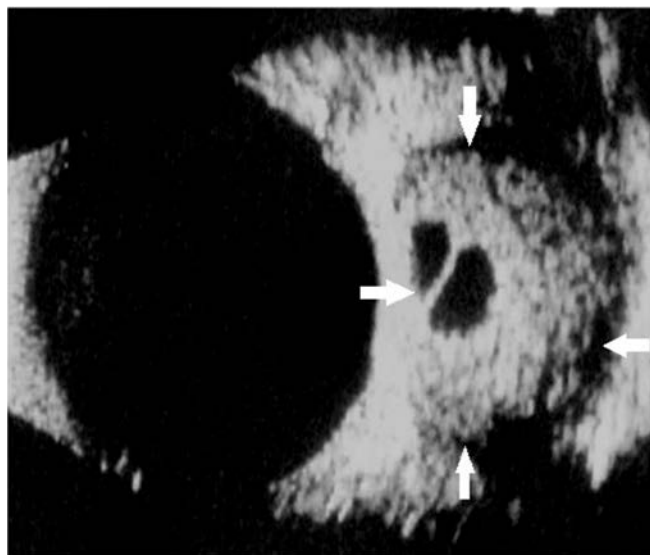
Guz rzekomy oczodołu w obrazie ultrasonograficznym (prezentacja A i B). Strzałką zaznaczono obszar zmiany
